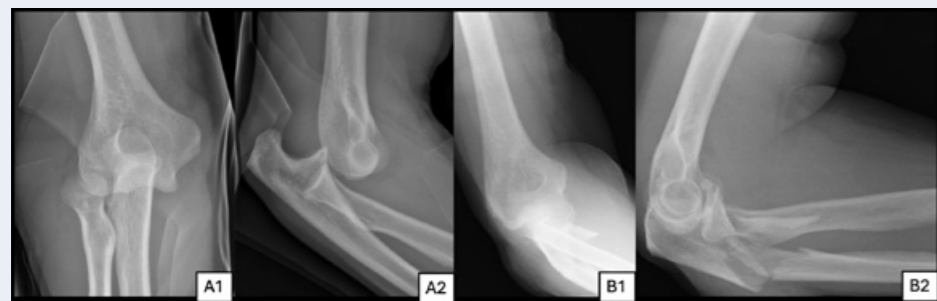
Darstellung des Ellenbogengelenkes im Röntgenbild. Aufnahme von vorne (A1) und seitlich (A2) mit Darstellung einer hinteren Ellenbogenluxation, wobei sich hier Elle und Speiche hinter das körperferne Ende des Oberarmknochens verschoben haben. Aufnahme von vorne (B1) und seitlich (B2) mit komplexem Unterarmbruch und Instabilität der Gelenkpartner.
